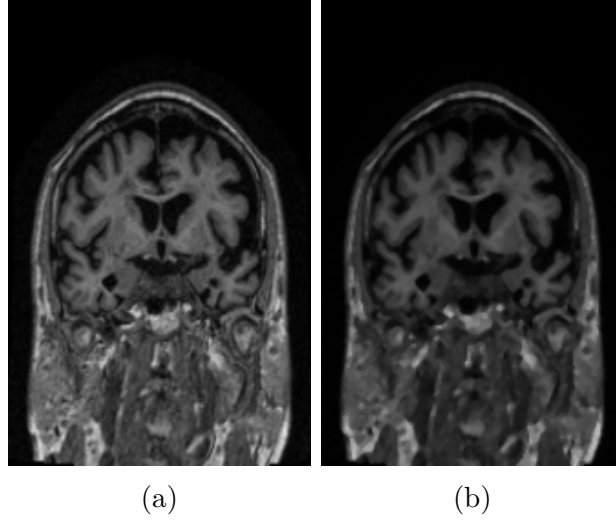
Power-law* aplicado na MRI - (a) imagem original; e (b) imagem resultante.
